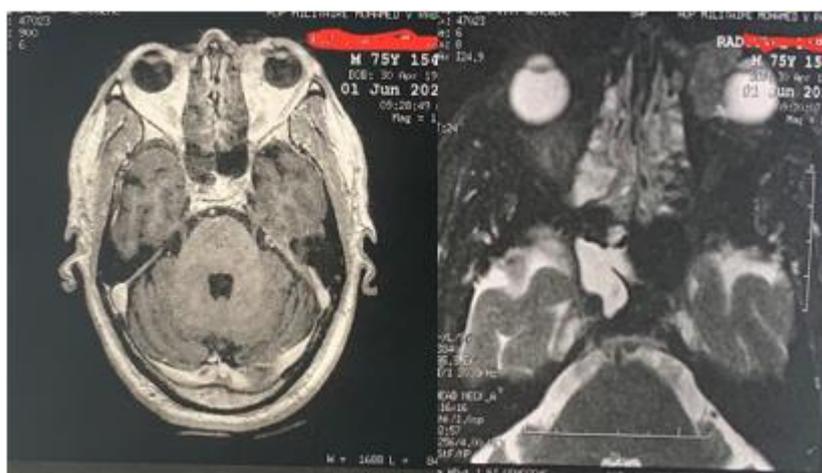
IRM orbitaire gauche montrant une masse tissulaire du coin inféro-interne orbitaire gauche centrée sur les parties molles palpébrales inférieures, extraconique, de contours polylobés en hypersignal T1, signal intermédiaire T2, discret hypersignal diffusion, rehaussée discrètement après injection de gadolinium et mesurant 25 x 20 x 25mm (T x AP x H).
